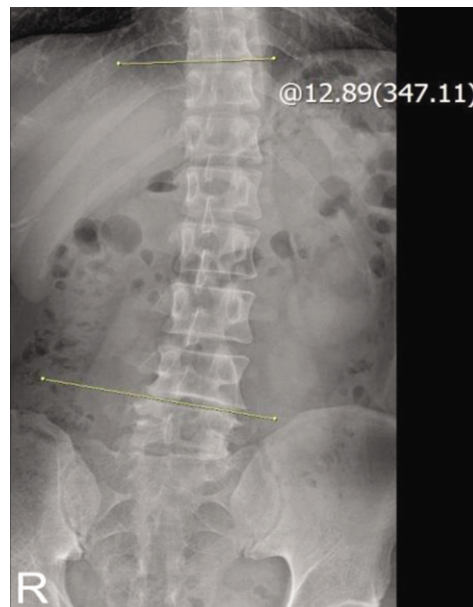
L-SPINE X-ray AP view.
